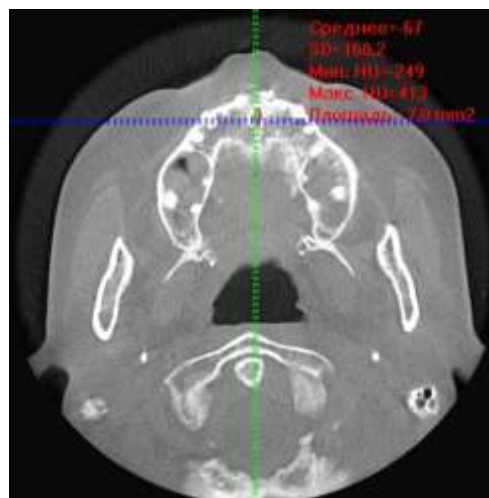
Фрагмент КТ-знімку із визначенням щільності кісткової тканини у фронтальній ділянці верхньої щелепи.
